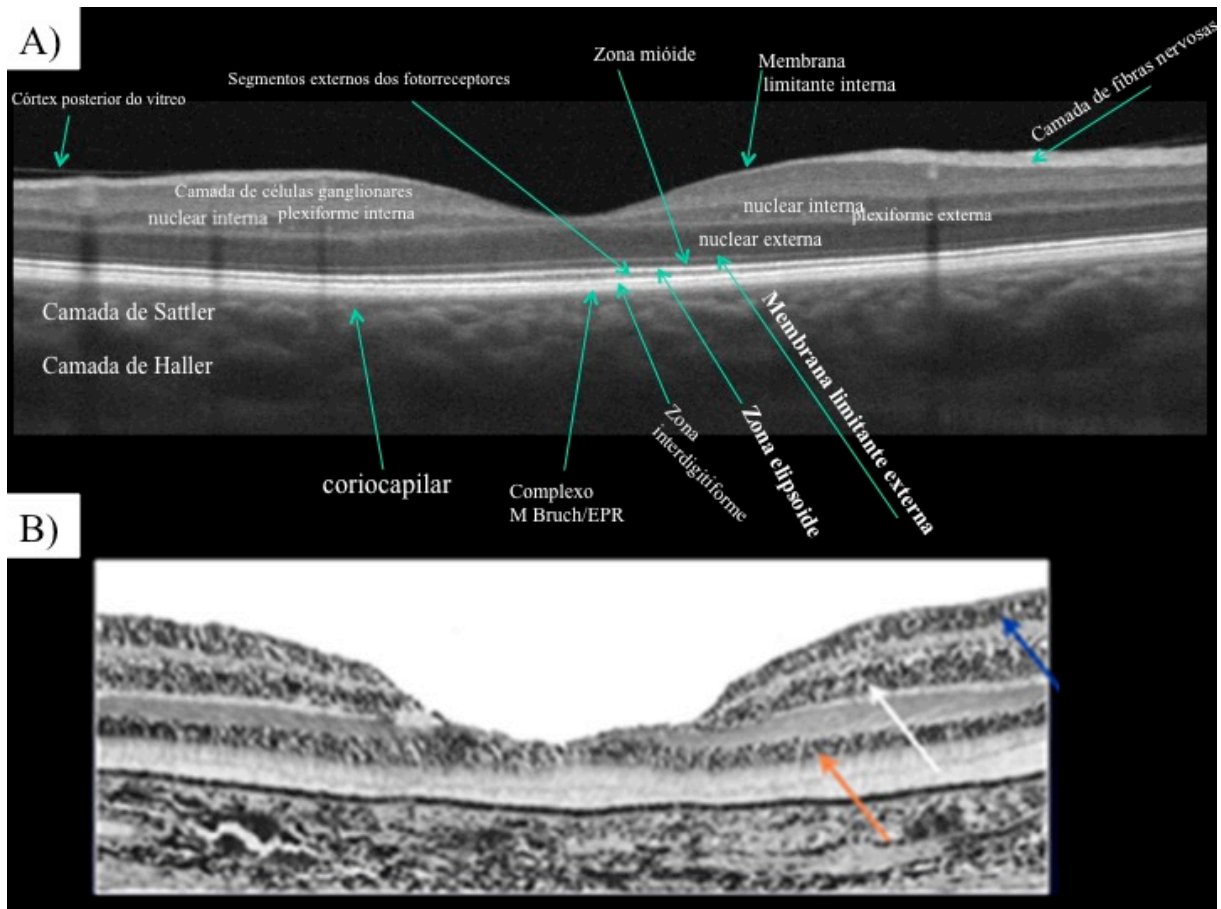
Comparação anatômica da retina na A) Tomografia Óptica Coerente e no B) corte histológico: seta laranja corresponde a camada nuclear externa; seta branca corresponde a camada nuclear interna; seta azul corresponde a camada de células ganglionares, segundo a International Nomenclature for OCT Meeting Consensus Normal OCT Terminology (STAURENGHI *et al.*, 2014)
